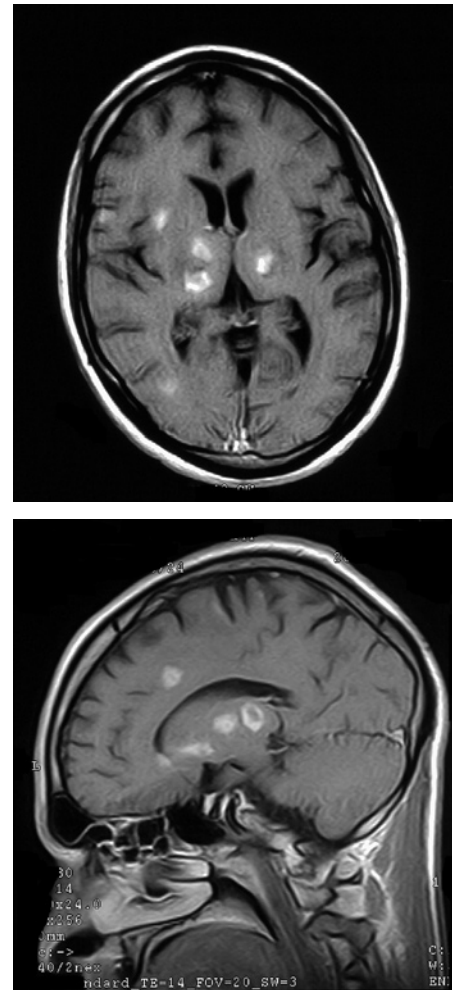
MRT Kopf: Multiple Toxoplasmose-Läsionen mit Kontrastmittelenhancement (Fallbeispiel)
